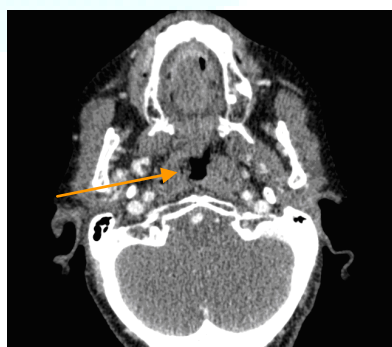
TAC cérvico-facial
